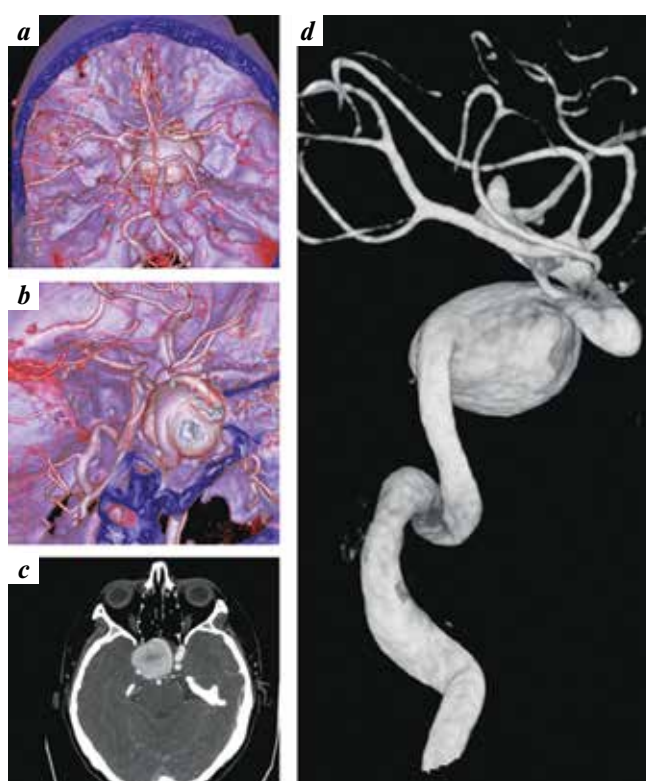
Giant aneurysm of the cavernous segment of the right ICA detected in patient K.: a—c — spiral computed tomography angiograms; d — 3D angiography of the right internal carotid artery
